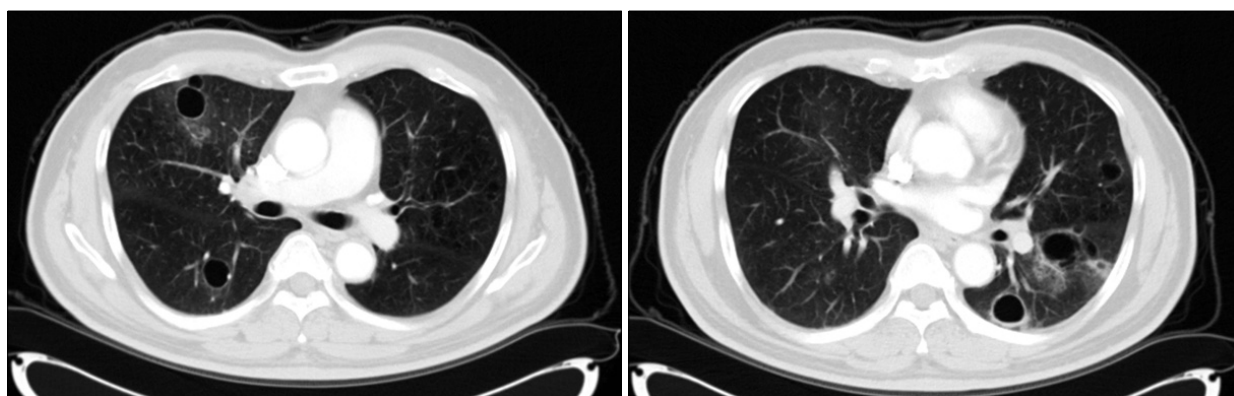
When patient visited outpatient department due to respiratory symptom, Chest CT scans showed multiple cysts and ground glass opacity.
